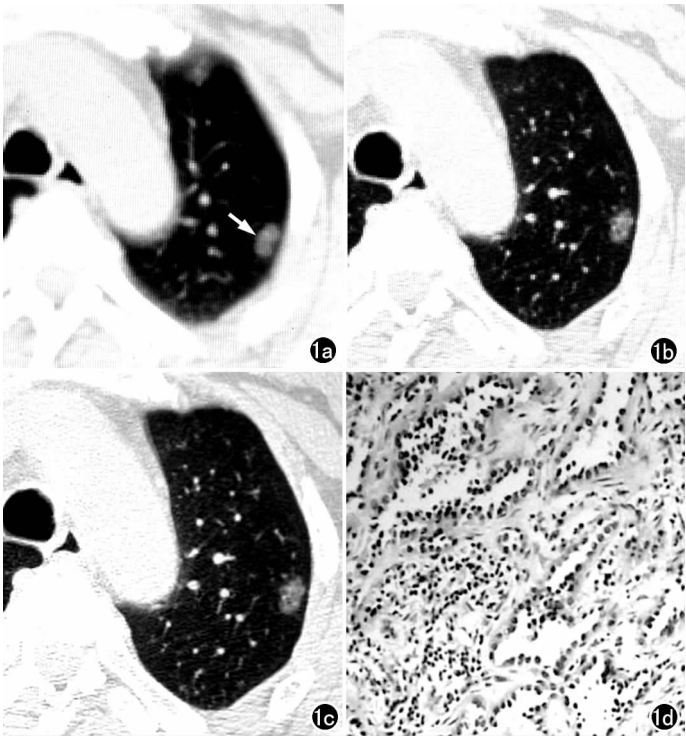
左上肺细支气管肺泡癌。a) MSCT 示左上肺磨玻璃密度影影(箭),细微结构显示不清; b) HRCT 示 GGO 内可见小血管和“空泡征”; c) 相同层面 VHRCT 示病灶内小血管和“空泡征”均显示清晰,与 HRCT 图像质量相当; d) 镜下示非黏液型细支气管肺泡癌,肺泡结构尚存,肺泡壁被覆异型增生的立方和柱状上皮,肺泡间隔增宽(×100, HE)。
